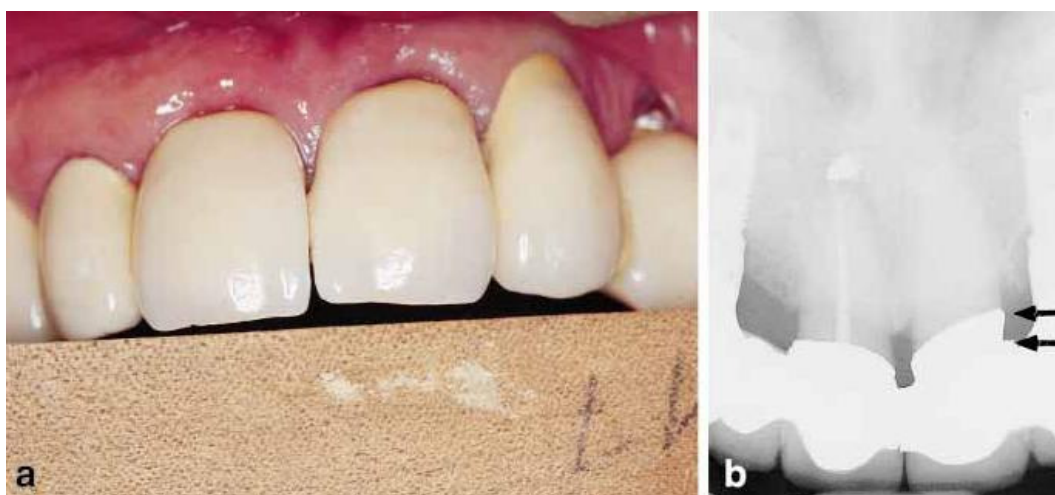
Aspecto clínico da intrusão dos dentes 21 e 22, e radiografia demonstrando a intrusão do 21, em próteses dento-implanto-suportadas de diferentes pacientes ⁴⁷.
